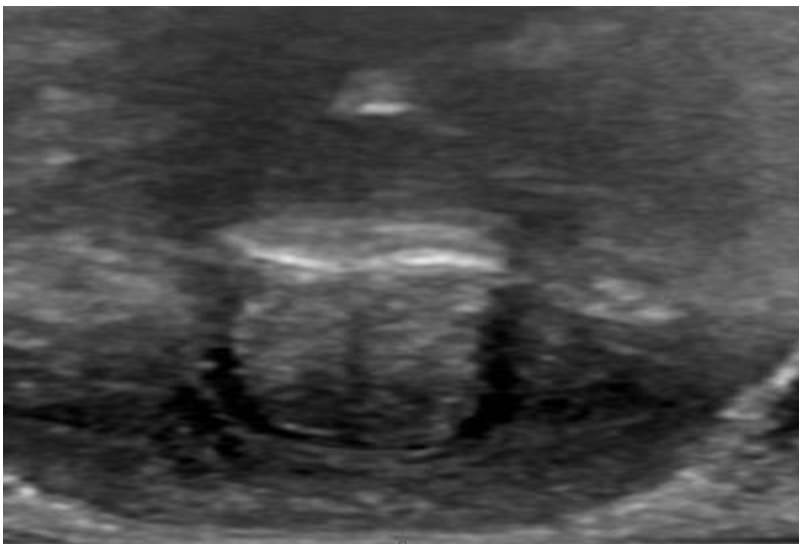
Image échographique transversale d'un doigt
